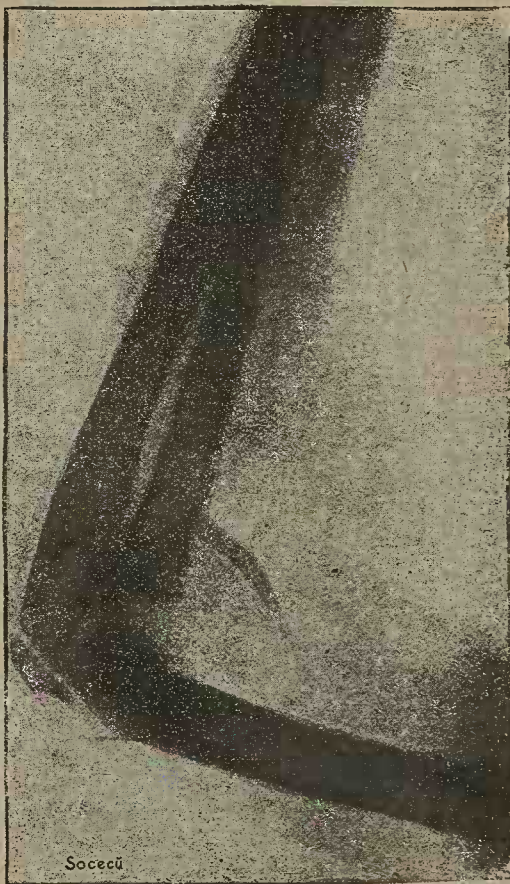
Fractura vârfului olecranului. Radiografie.
